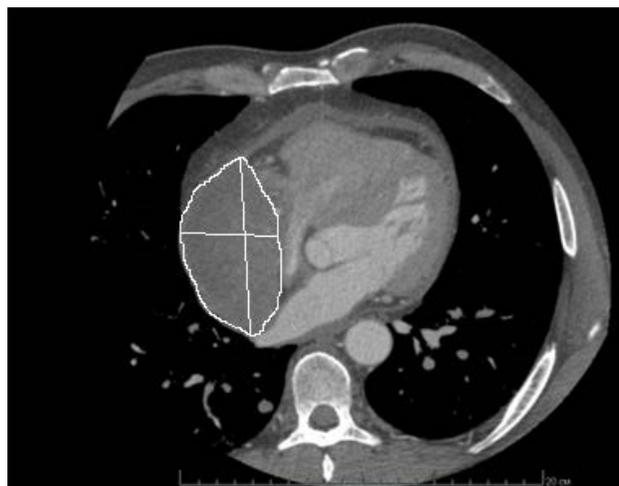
Компьютерная томография сердца с ЭКГ-синхронизацией. Контуром выделено новообразование в области правого предсердия
